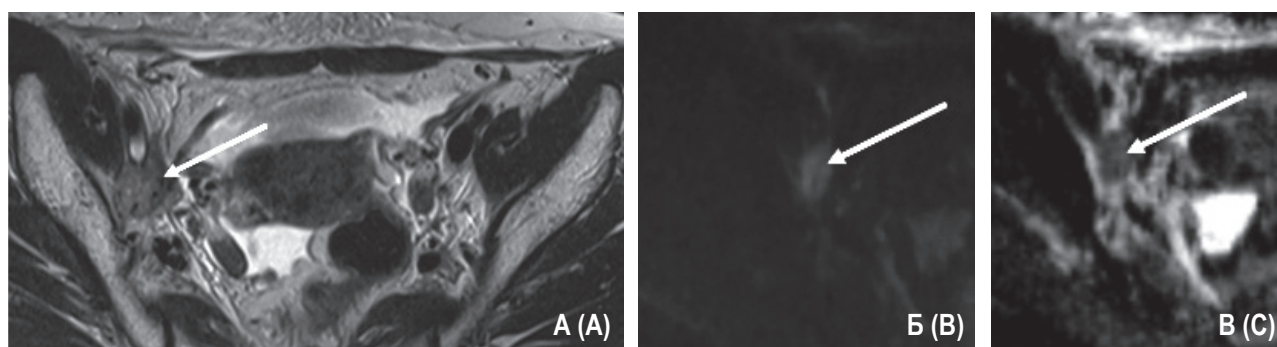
МР-изображение пациентки А. до начала лечения (03.10.2019), T2-ВИ, ак (А) и DWI (Б) с построением ADC-карты (В)
